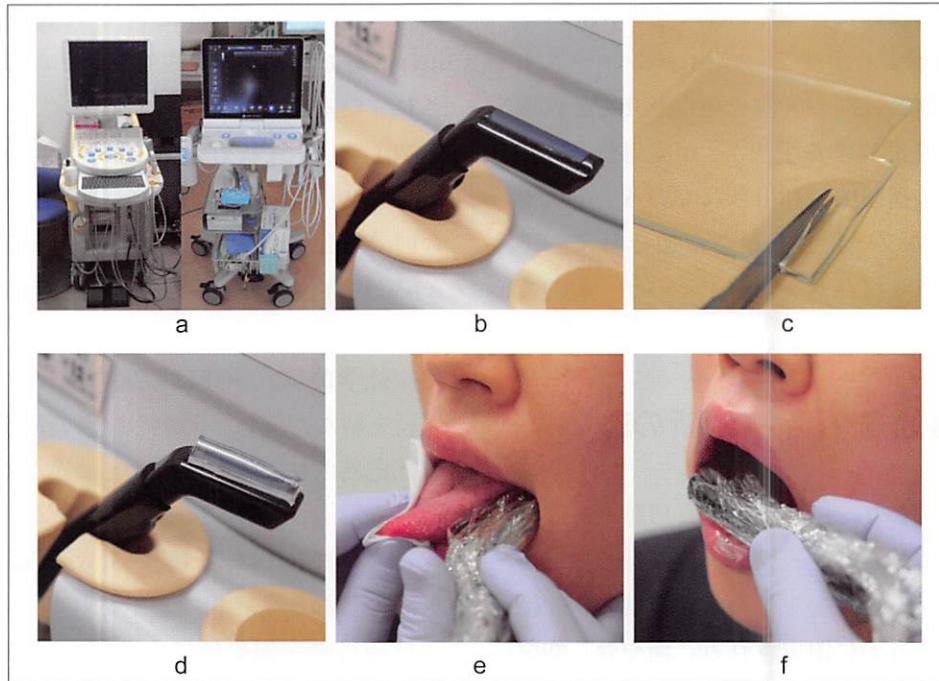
高分子ゲル音響カップリング材を併用した超音波口腔内走査
